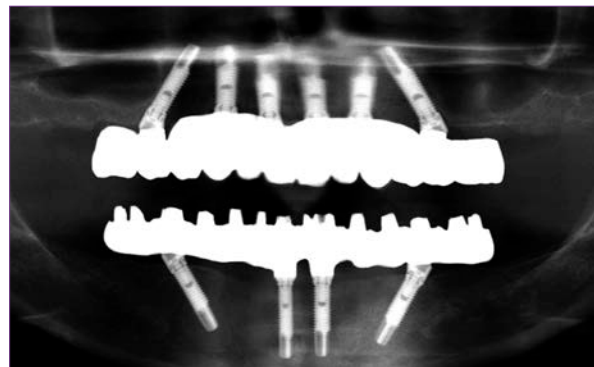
Ortopantomografía al año de colocar las prótesis definitivas.
